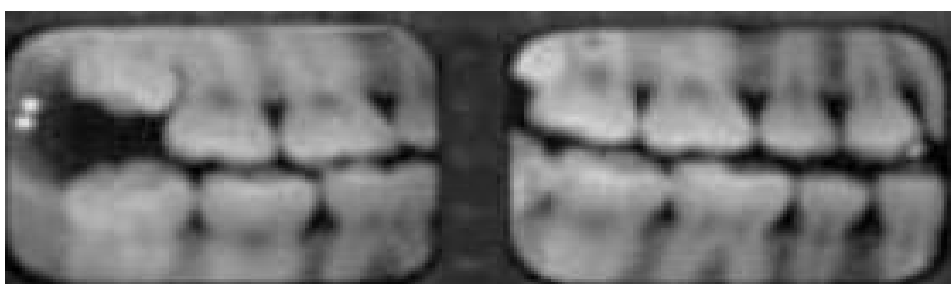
Bitewing do 1º e 4º quadrante (adaptado de Pretty & Sweet, 2001).
